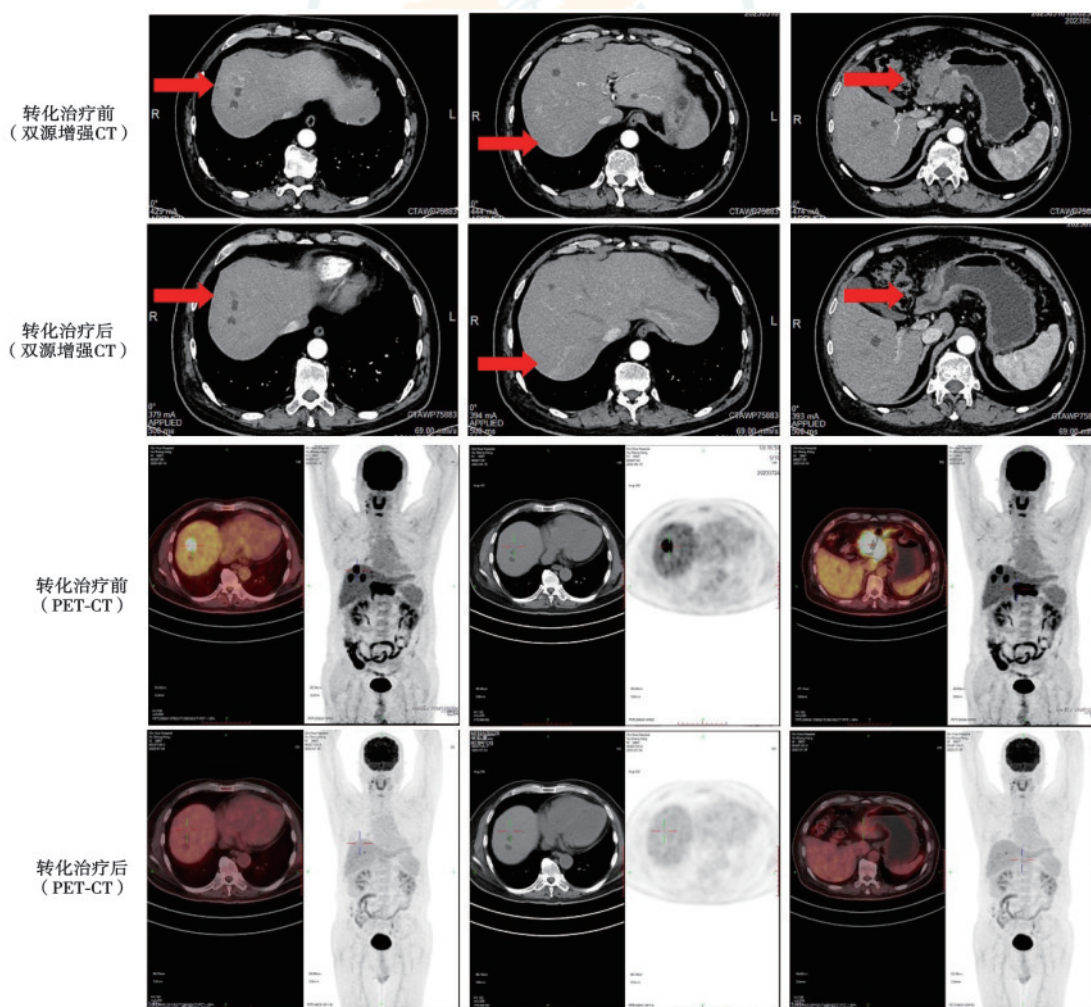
一例Ⅳ期胃癌肝转移患者经过转化治疗后肿瘤降期、肝功能灶明显缩小的典型增强CT和PET-CT影像图片(作者团队供图;红箭示转化治疗前后肝脏转移灶)
